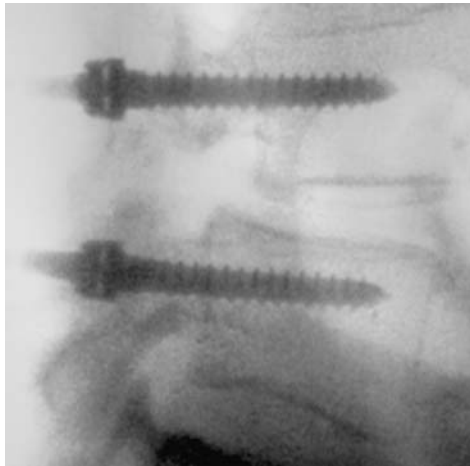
Spondylolisthésis L4/L5 : radiographie peropératoire du visage pédiculaire.
